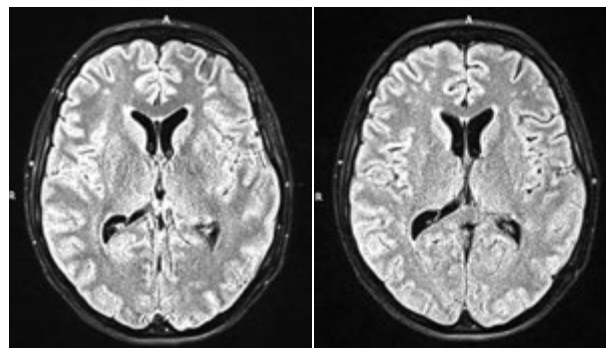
МРТ головного мозку з контрастуванням
